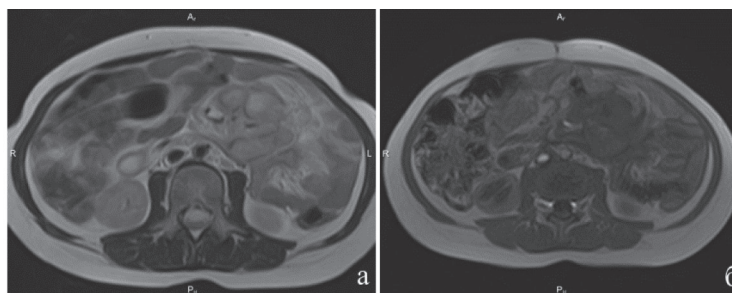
Пациентка, 12 лет. ВИЧ-инфекция 4В стадия. МРТ брюшной полости: а — Т2 ВИ, б — Т1 ВИ, аксиальная плоскость. Инфильтрат в корне брыжейки
